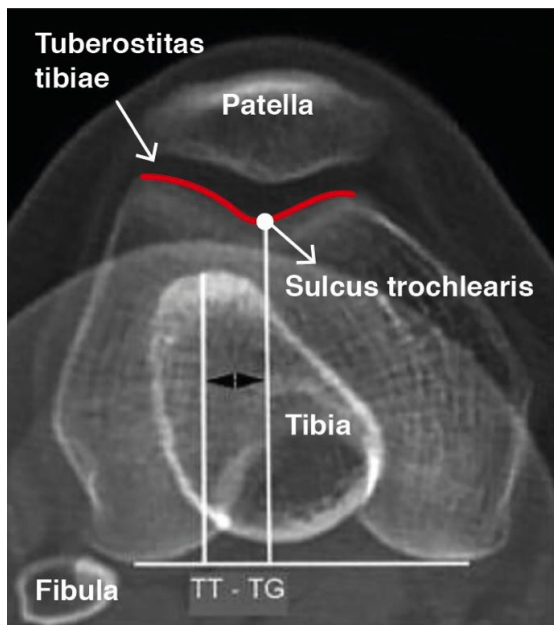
TT-TG Abstand Bestimmung im CT (Eigene Darstellung nach Daniel Goricki 2018: 282)
